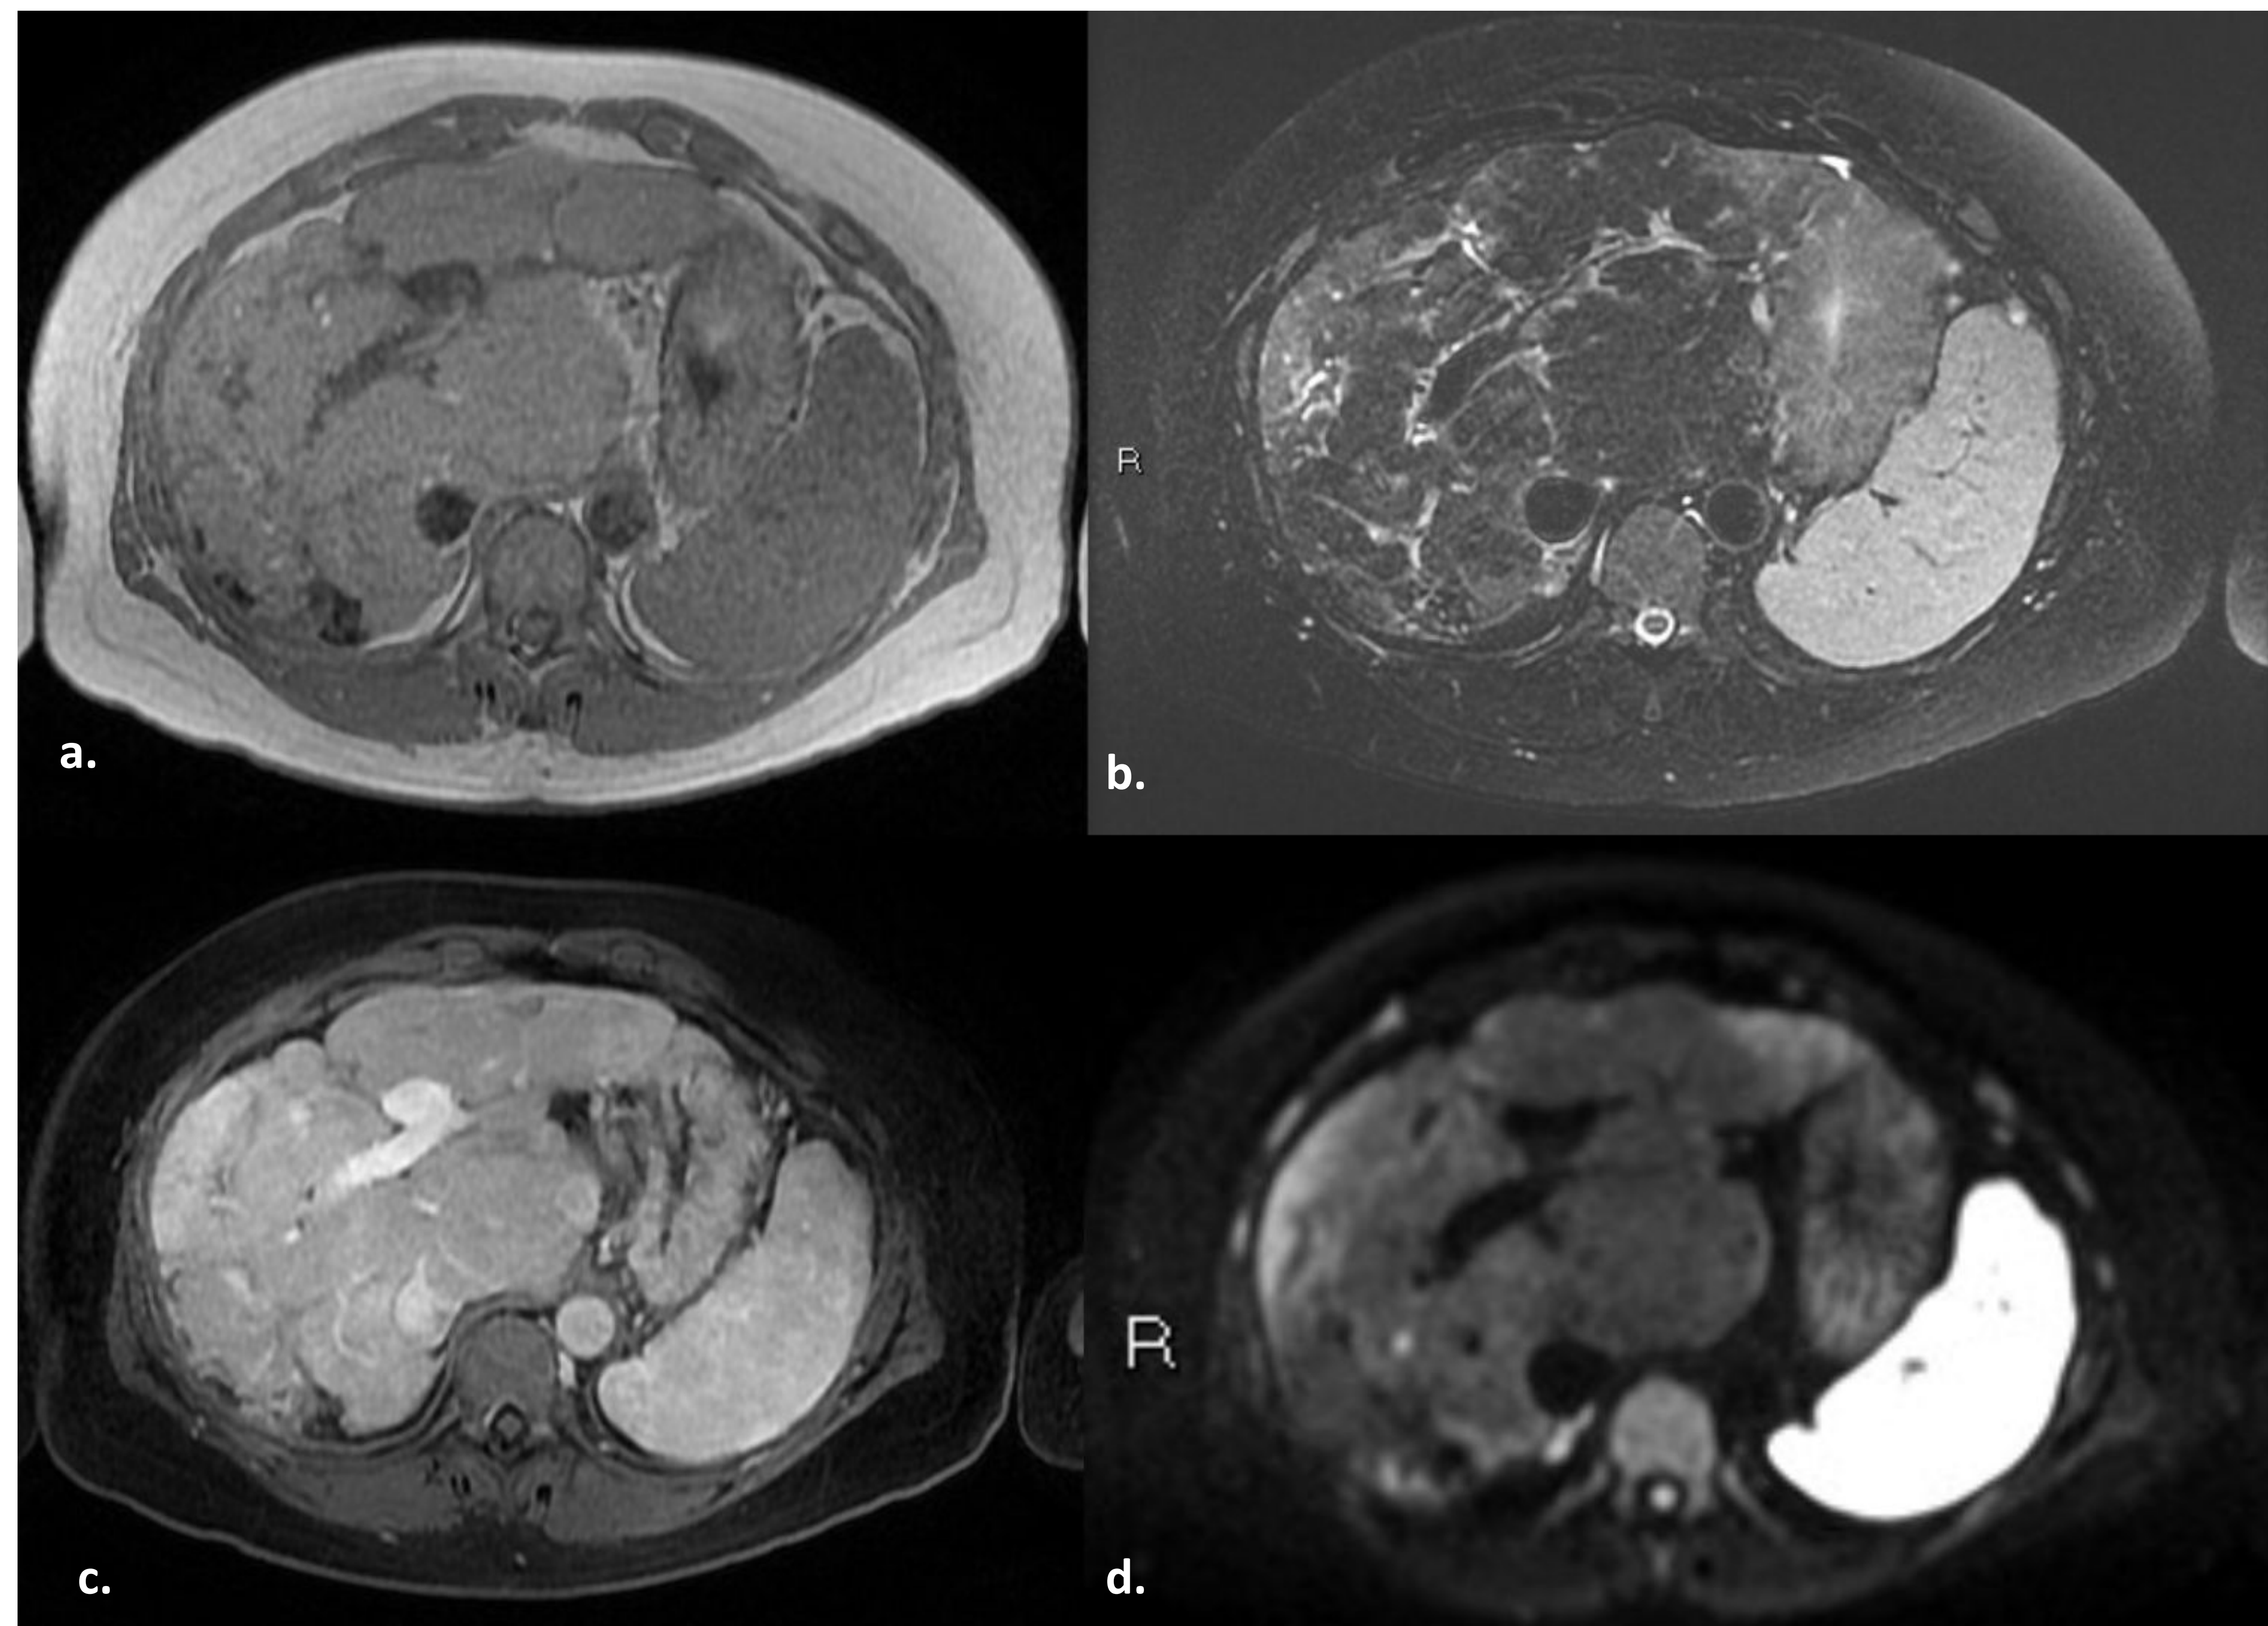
Estudio de RM. a. Secuencia potenciada en T1 dual Eco fase; b. Secuencia potenciada en T2 FRFSE fat. sat.; c. Secuencia dinámica en fase portal; d. Secuencia DWI. Redistribución de volumen del parénquima hepático con contornos lobulados y estructura nodular. No se observan lesiones definidas con alteraciones en la intensidad en ninguna de las secuencias sugerentes de metástasis.
